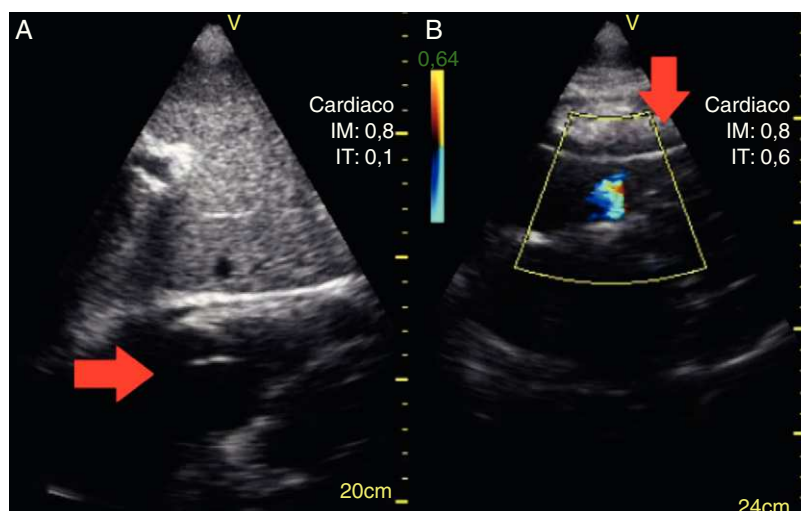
Imágenes de ecocardiografía obtenidas por ventana subcostal que muestran electrodo de estimulación (flechas) atravesando válvula tricúspide (A) y en ventrículo derecho (B).
